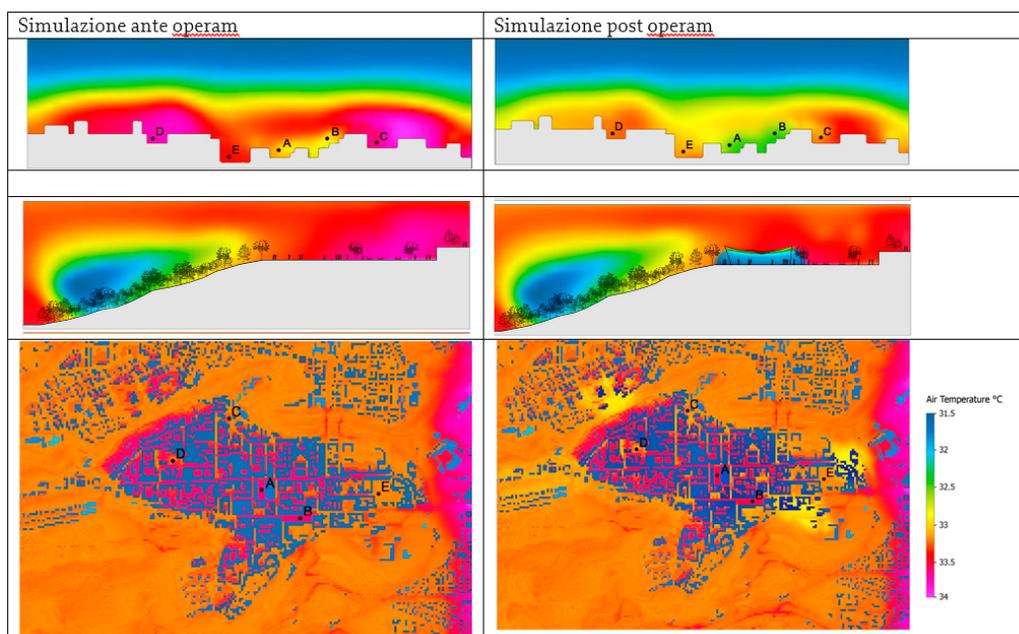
sezioni di tomografia ambientale (TENS) ante e post operam
